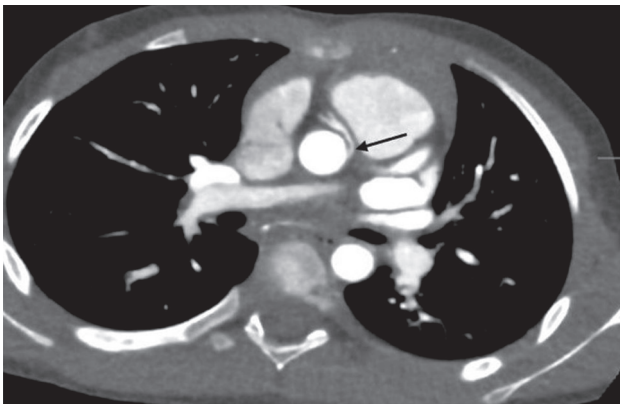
Компьютерная томографическая ангиография, аксиальная проекция. Аномальное отхождение правой коронарной артерии от левого коронарного синуса
